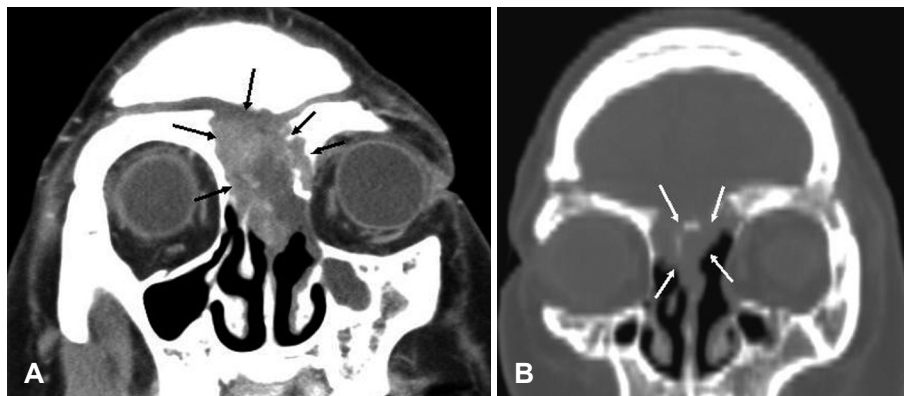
A preoperative CT scan shows meningioma of the frontoethmoid cavity (black arrow)(A). An iCT scan shows remnant tumor mass in the nasal cavity (white arrow)(B), which necessitated more complete dissection for complete removal of the mass. iCT: intraoperative CT.
